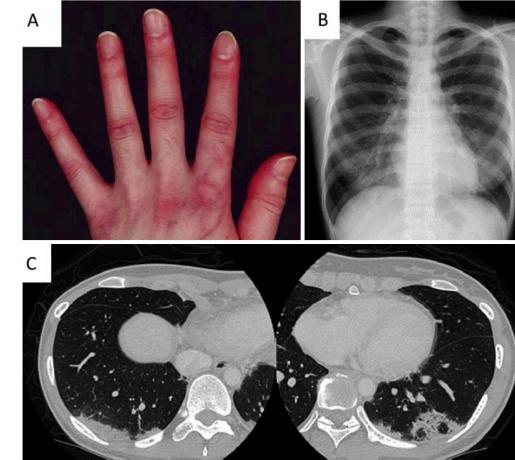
入院時画像所見。(A) 初診時手指所見。両手PIP関節にGottron微候、爪周閉毛細血管の血管炎症様変化を認めた。(B) 初診時胸部X線所見。正面像でははっきりした陰影を認めない。(C) 兩側下肺背側に、周間にすりガラス影を軽度伴う区域性的浸潤影を認める。
